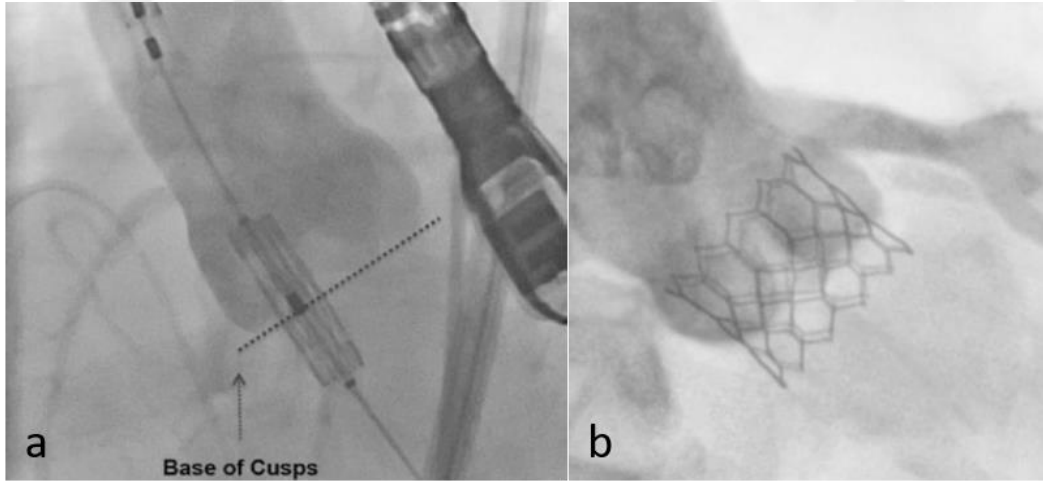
İmplantasyon planının ayarlanması (Kasel AM, Cassese S, Leber AW, Scheidt W Von, Kastrati A. Fluoroscopy-Guided Aortic Root Imaging for TAVR Determination of the Aortic Annulus Plane in CT Imaging — A Step-by-Step Approach. JCMG. 2013;6(2):2)
